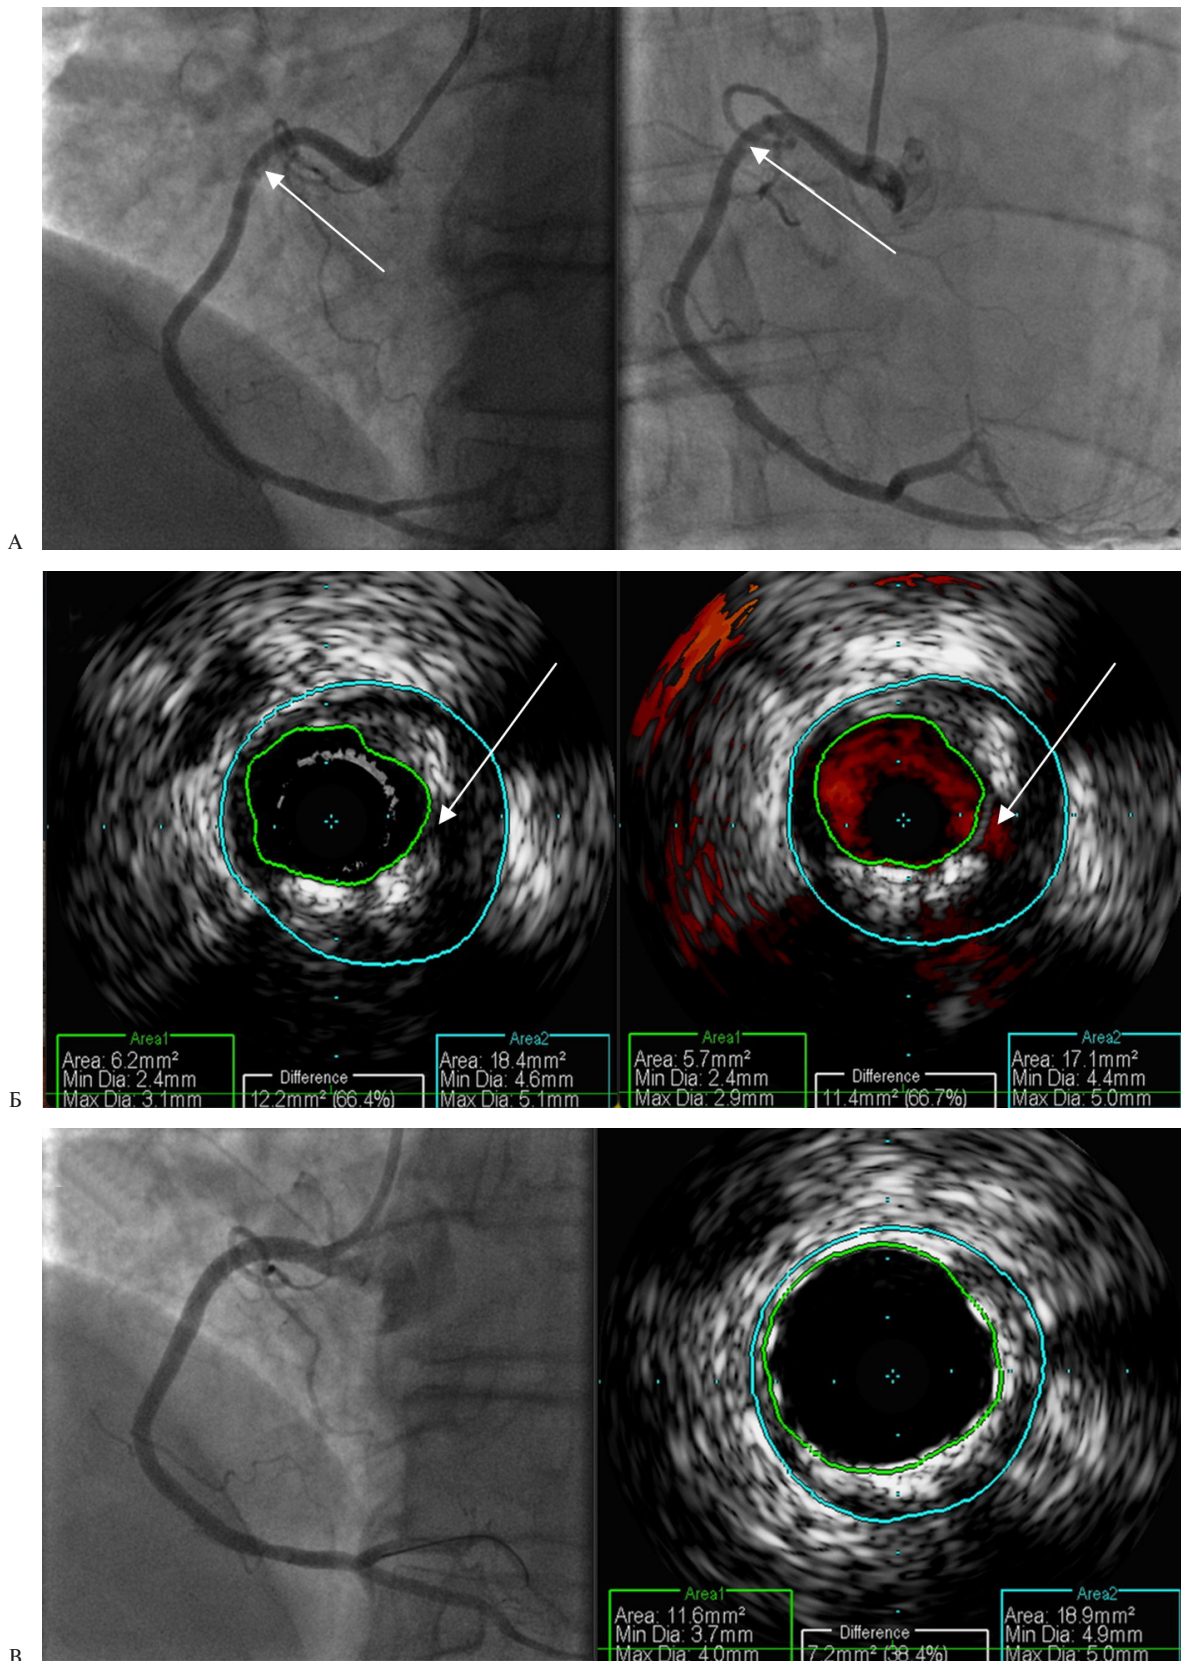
Клинический пример пациента с ИМбпST: А — Ангиограмма ПКА в проекциях "LAO 30, CRA 5°" и "LAO 10, CRA 25°" (стрелками указан участок предполагаемого стенозирования ПКА); Б — результаты ВСУЗИ в "серой шкале" и в режиме *ChromaFlo* проксимальной трети ПКА (стрелками отмечены признаки дефекта интимы); В — контрольная ангиография и ВСУЗИ ПКА после стентирования [24].
